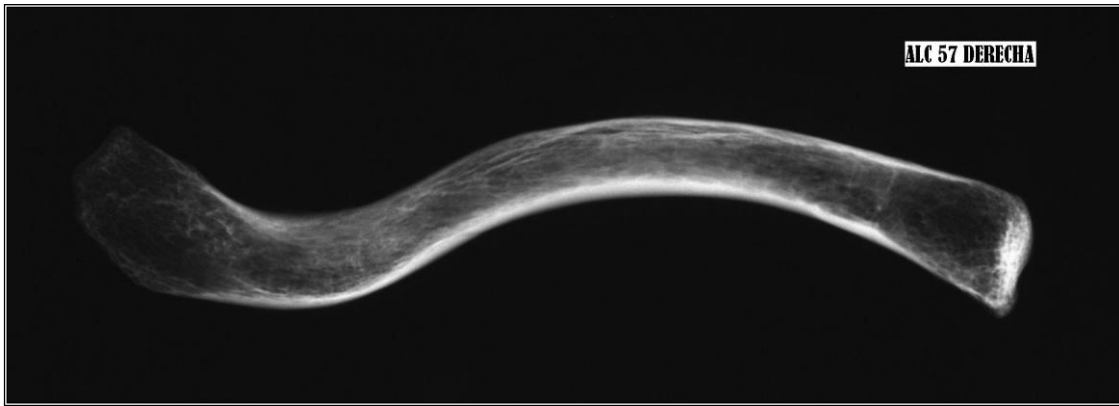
Radiografía de clavícula derecha. Varón de 64 años.
